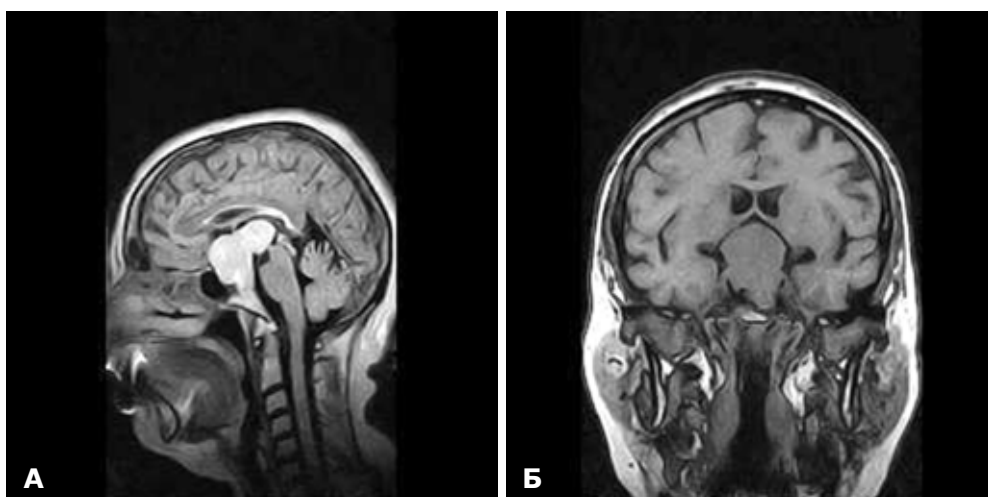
Пацієнтка Б., 58 років, ГНАГ із ретроселярним ростом, переднє положення хіазми. МРТ головного мозку: А – сагітальна проекція; Б – фронтальна проекція
